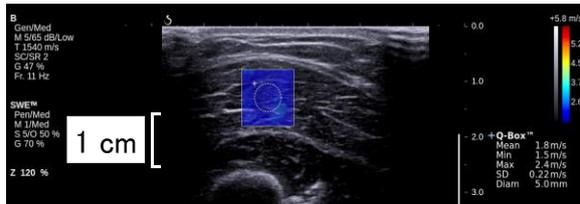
上腕三頭筋長頭の超音波エラストグラフィ画像
